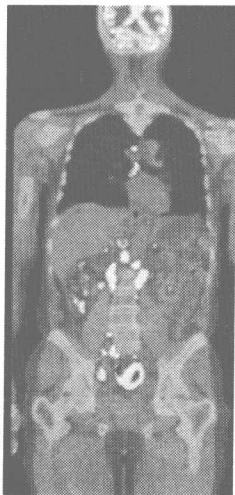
播散的肿瘤 诊断出肿瘤转移常常意味着肿瘤患者被判了死刑, 但人们对肿瘤细胞由原发病灶向身体远端器官转移的机制却知之甚少。左图为转移性非霍奇金淋巴瘤 (non-Hodgkin's lymphoma, NHL) 的全身扫描图, 这是一张计算机 X 射线断层摄影术 (computed X-ray tomography, CT) (灰色和蓝色) 和正电子发射断层照相术 (positron-emission tomography, PET) 扫描的叠加图。PET 反映全身各种组织摄取放射性标记荧光脱氧葡萄糖 (radioactively labeled fluoro-deoxyglucose, FDG) 的情况 (黄色), 组织细胞摄取 FDG 越高表明其代谢越活跃。生理情况下, 人体大脑代谢很活跃, FDG 摄取量很高。然而, 腹部区域出现的许多黄色斑点却代表 NHL 的多发性转移灶。(Courtesy of S. S. Gambhir.)
